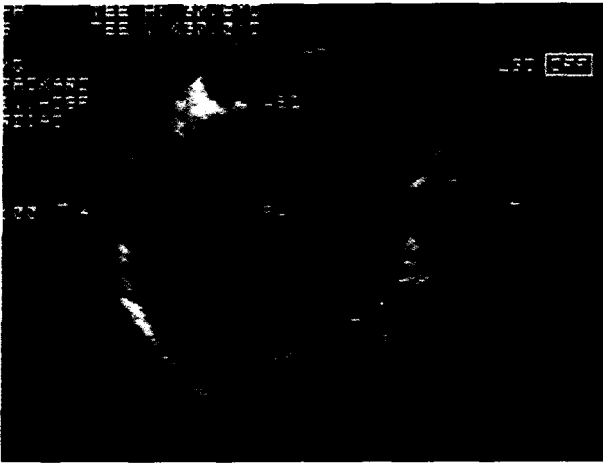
Transesophageal echocardiography reveals secundum type atrial septal defect(case 1).
